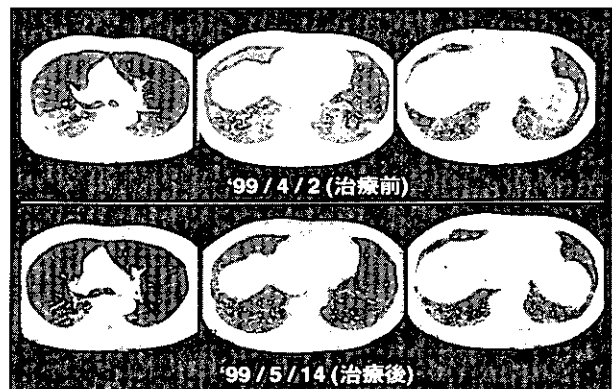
胸部CT写真(Case 1)。治療前後の胸部CTの変化: 気管分岐部と肺底部レベル共に治療1カ月後には両側背側のGGO濃度の改善が認められる。
